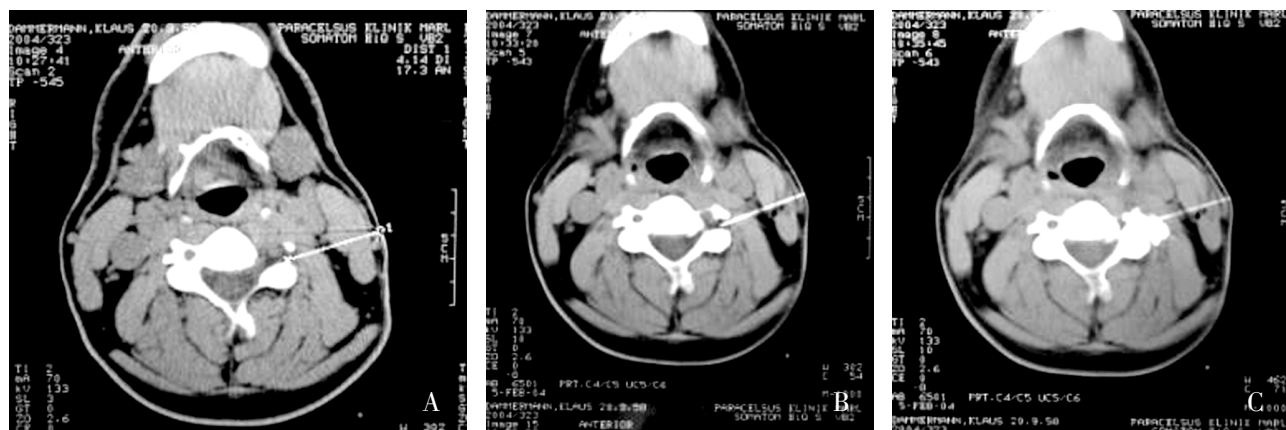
A:选择最佳进针途径,对进针角度与深度进行测量 B:CT 引导下进行穿刺 C:对比剂在颈神经根周围分布良好
